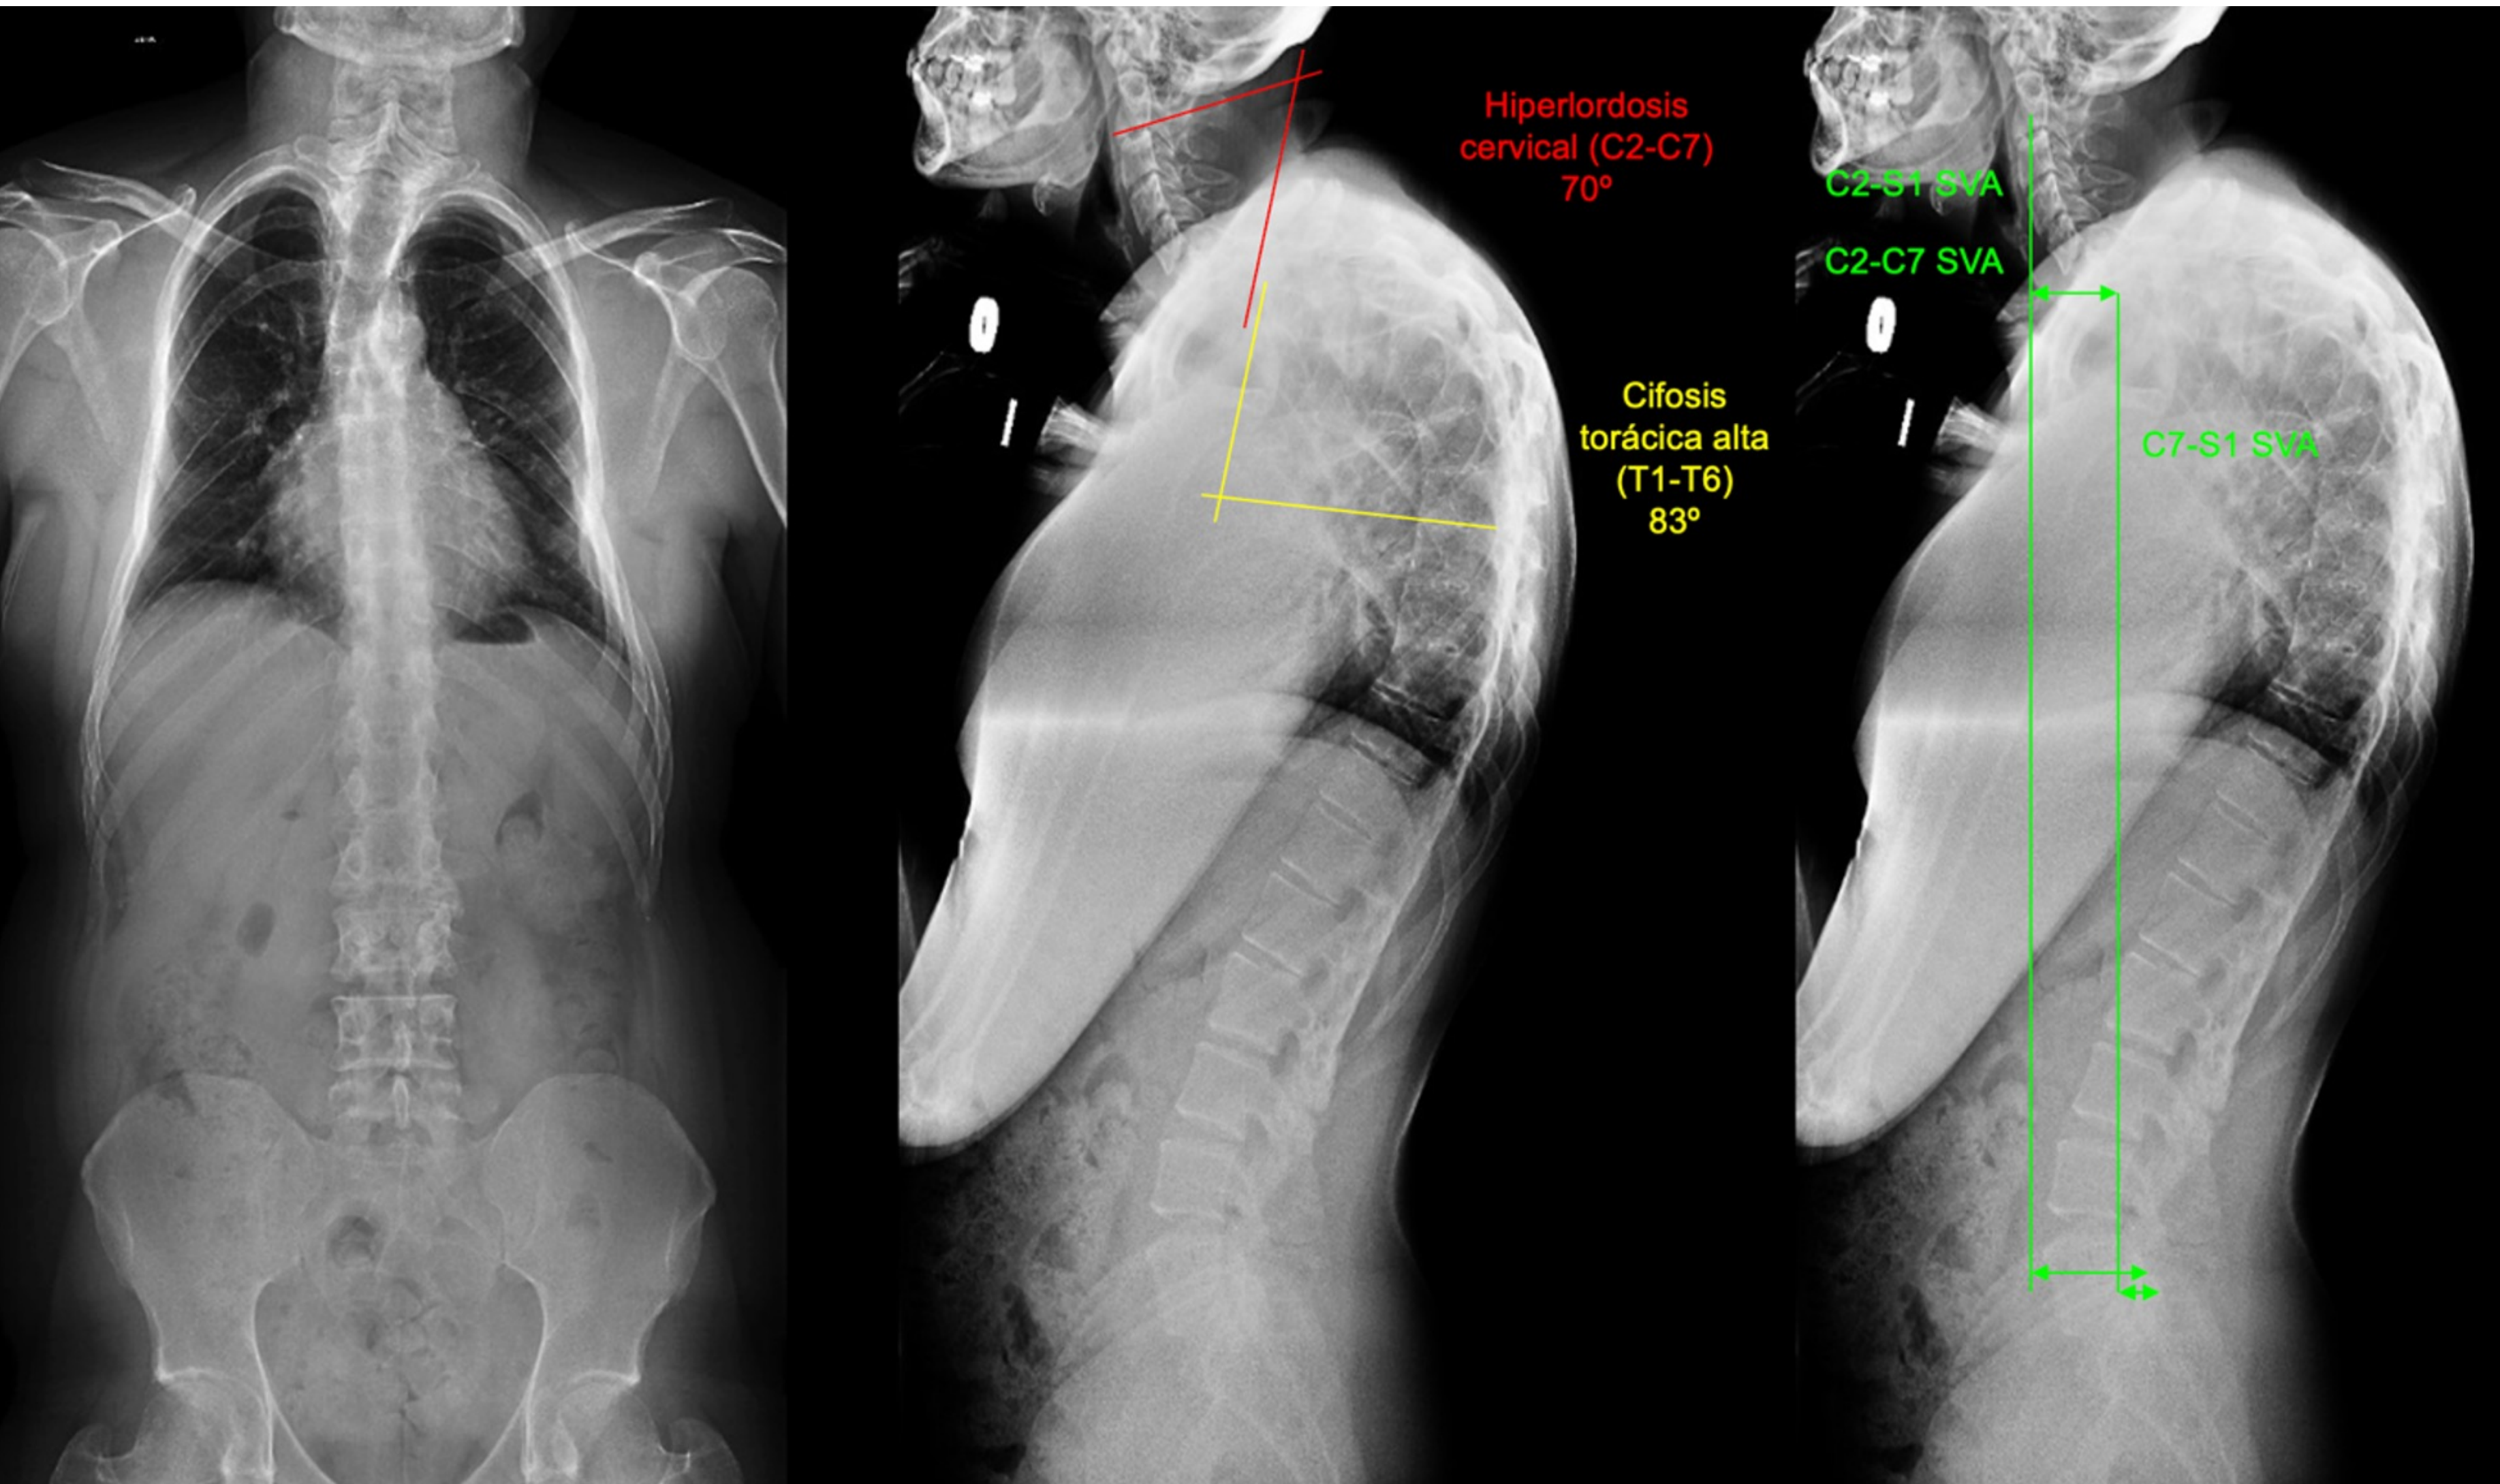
Telerradiografía de columna total en bipedestación. En la proyección PA no se objetiva desequilibrio coronal, y en la lateral la hipercifosis torácica alta (Cobb 83°) con hiperlordosis cervical (70°) pero sin desequilibrio vertical (C2-C7 SVA igual a C2-S1 SVA).
